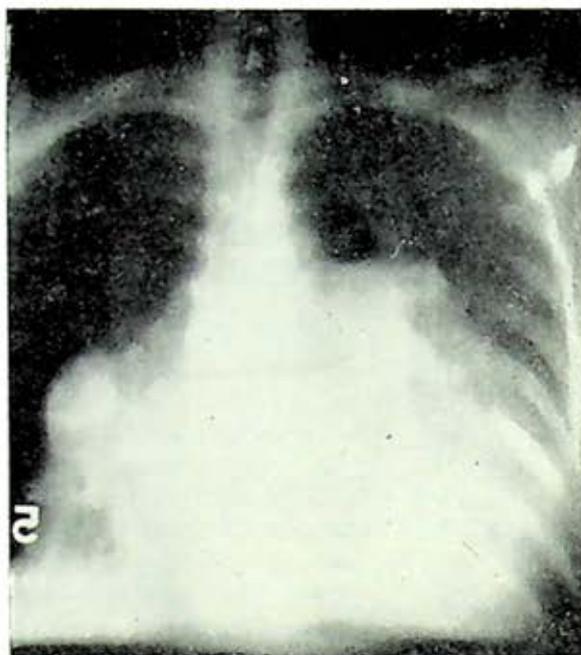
Tomografía tomada a 5 cm. de profundidad en A.P. que muestra gran dilatación de todo el sistema arterial pulmonar desde el tronco de la pulmonar hasta las ramas arteriales de calibre mediano, fundamentalmente de los segmentos basales en donde aparecen además con trayecto tortuoso, que explica el contorno lobulado que se aprecia en la radiografía simple de tórax.
